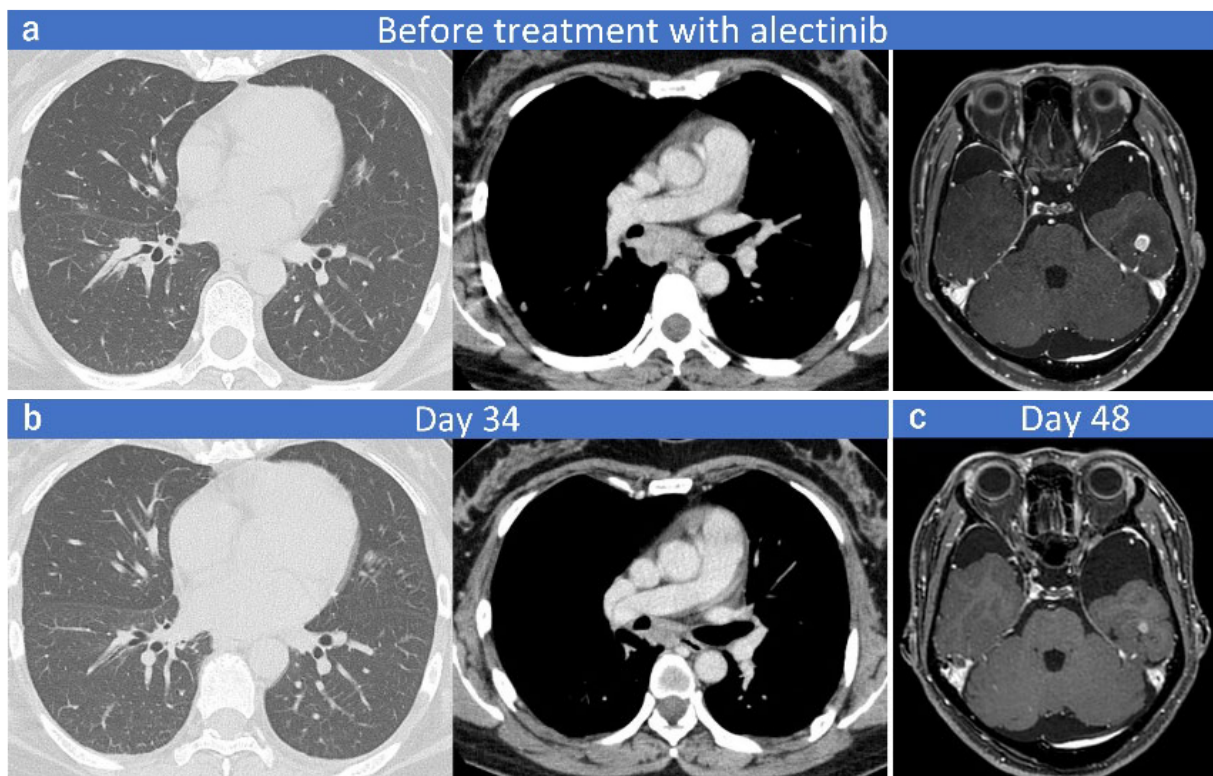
Contrast-enhanced CT and MRI show the primary lesion and mediastinal lymph node and brain metastasis before treatment with alectinib (a). These lesions decreased in size after alectinib administration (b, c).
